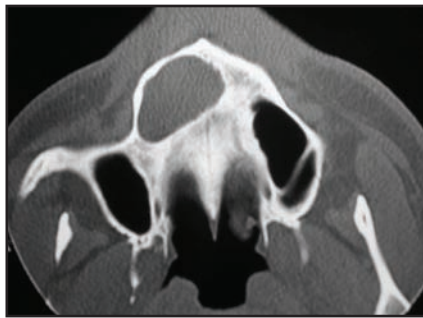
Tomografia axial computadorizada maxilar, corte sagital
